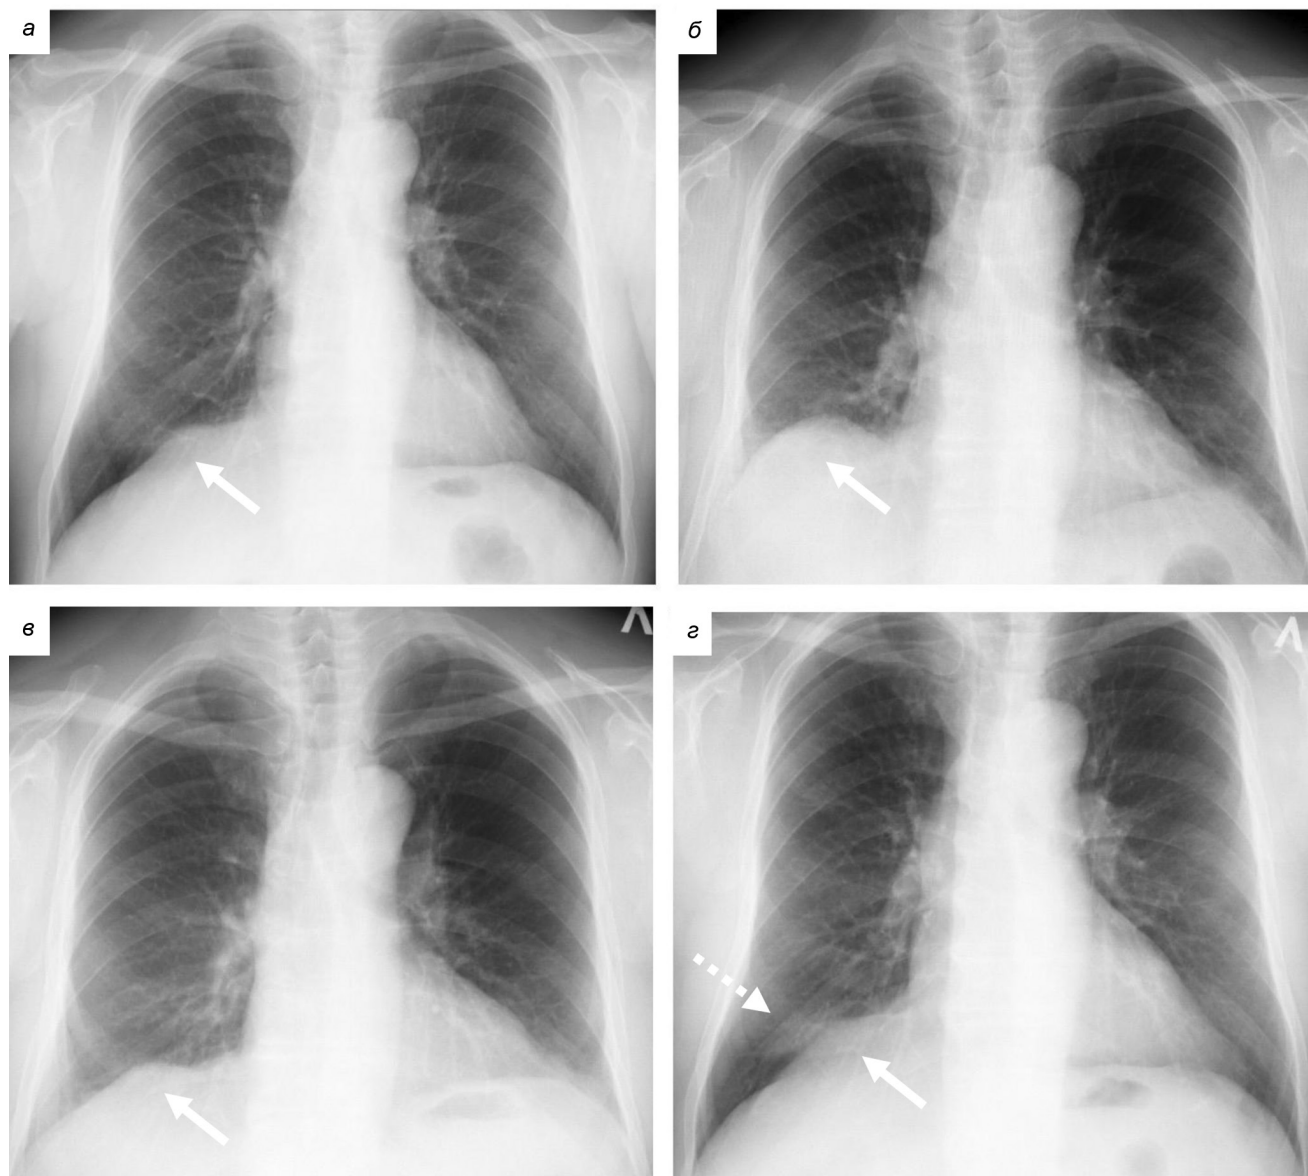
Серия рентгенограмм (а — г) органов грудной клетки при частичной релаксации правого купола диафрагмы (сплошная стрелка) на протяжении 9 лет с интервалом 2—3 года. Пунктирной стрелкой указан участок гиповентиляции
